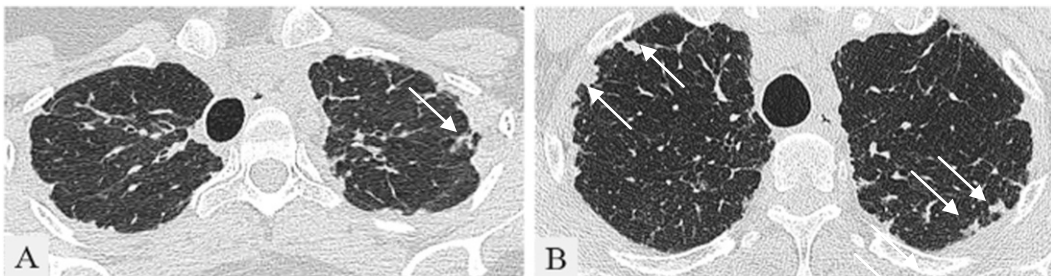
TDM en coupes axiales (A) : Montre des opacités pleurales irrégulières (flèches blanches) associées à une distorsion parenchymateuse. La plèvre et les poumons des lobes inférieurs semblent normaux. (B) :Montre des opacités pleuroparenchymateuses dispersées (flèches blanches) et une distorsion du parenchyme pulmonaire sous-jacent, le tout en faveur d'une fibro-élastose pleuro-parenchymateuse.
